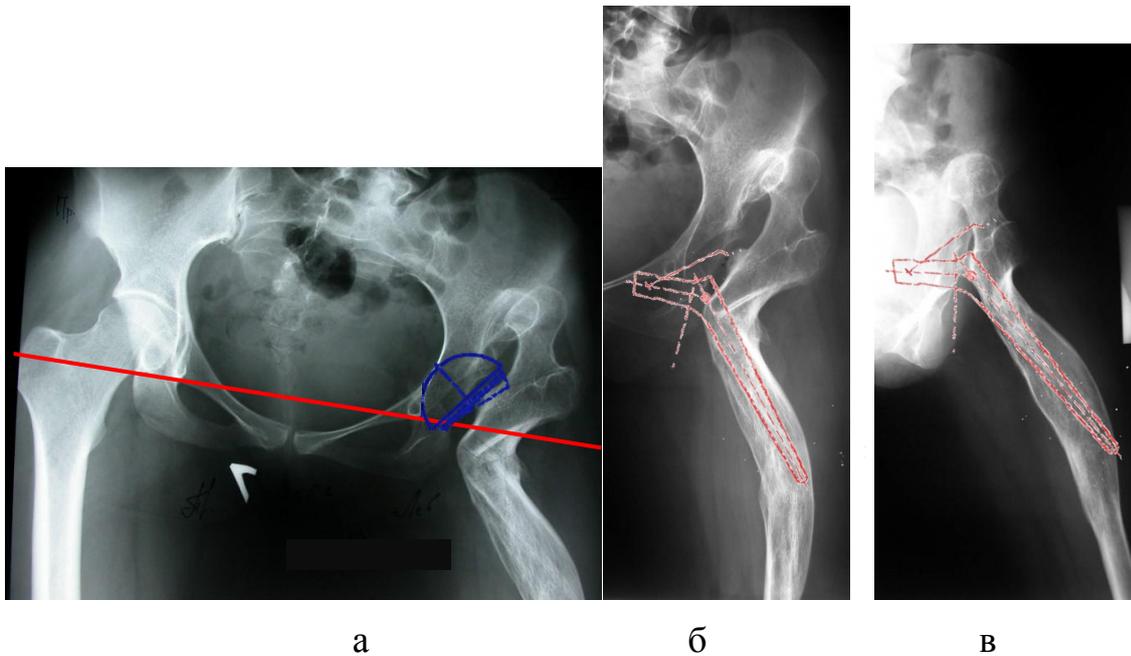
Рентгенограммы пациентки Х., 27 лет с двухуровневой многоплоскостной деформацией левой бедренной кости: а – на обзорной рентгенограмме таза относительно линии, соединяющей «фигуры слезы», укорочение левой конечности 5,5 см, планируемая установка вертлужного компонента в истинное положение; б, в – на рентгенограммах тазобедренного сустава в прямой и боковой проекциях на уровне дистальной остеотомии визуализируется полноценный костный регенерат, бедренный компонент помещается в канал при условии выполнения резекции проксимального отдела бедра на вершине проксимальной деформации
